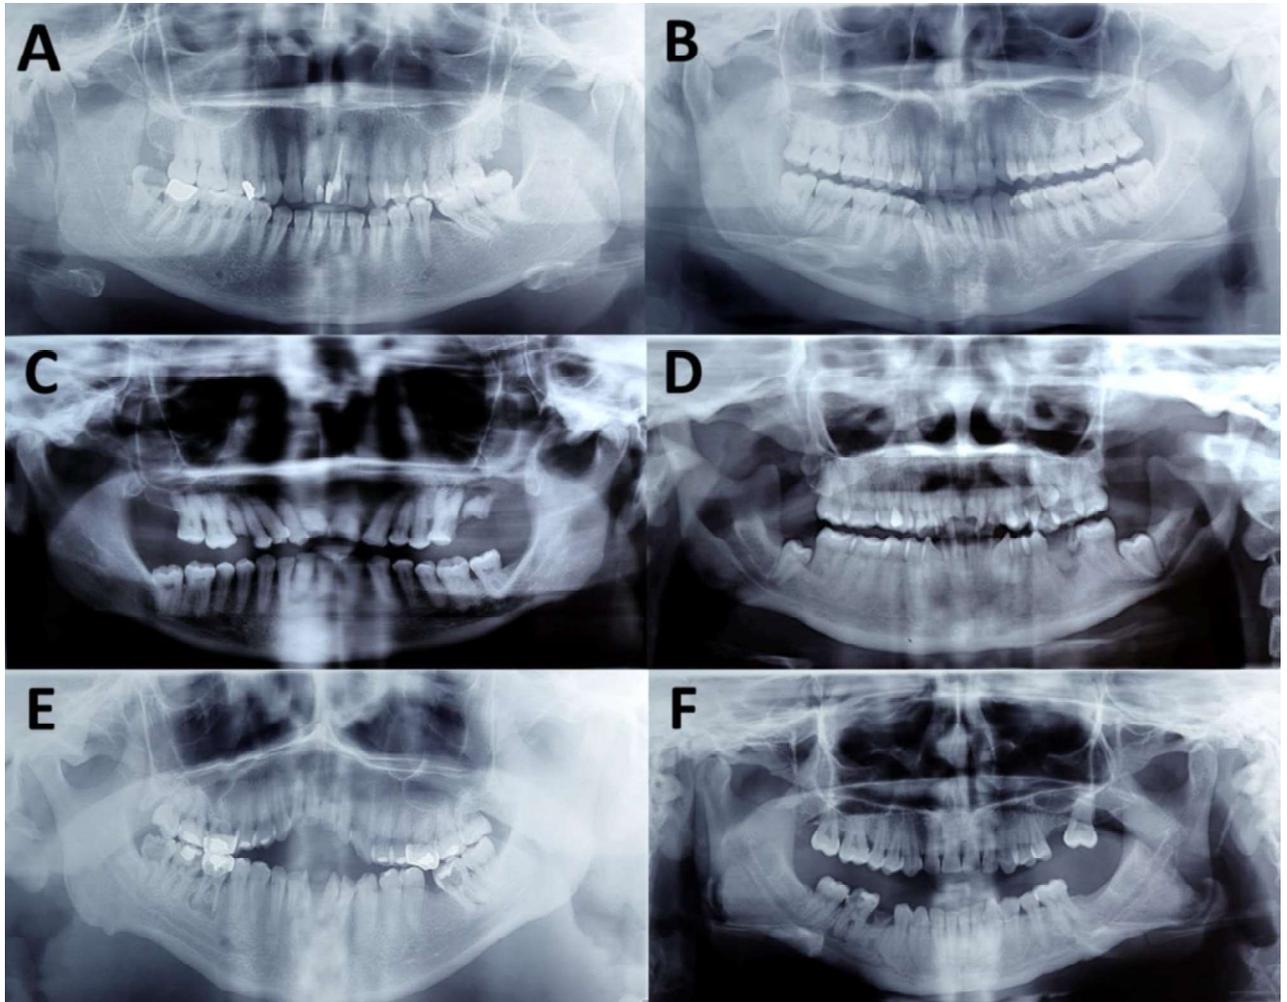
Radiografías panorámicas de hombres y mujeres. Sanos: A. Hombres, B. Mujeres, Síndrome de Down: C. Hombres, D. Mujeres, Retraso Mental: E. Hombres, F. Mujeres.
